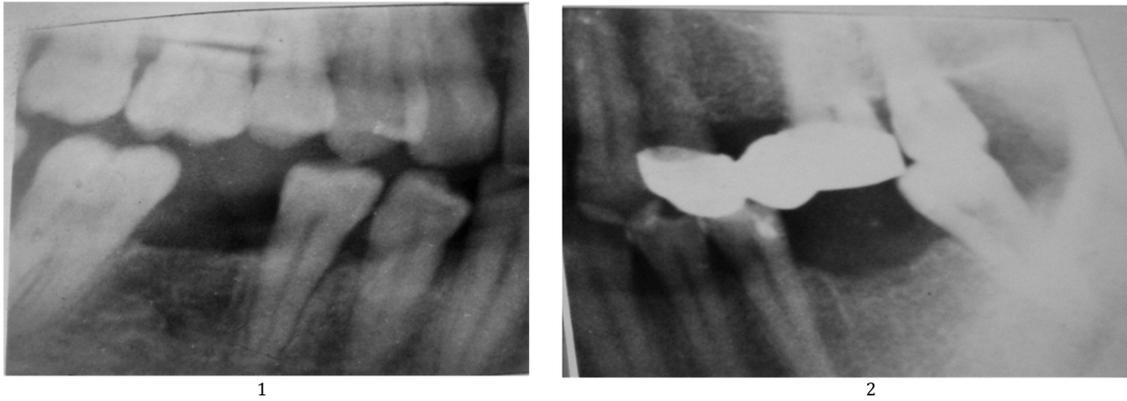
Отпечатки рентгенограмм в области 4.6 и 3.6 зубов: 1) - больная Д. 39 лет, спустя 9 месяцев после удаления зуба. Лунка полностью замещена зрелой костью; 2) - больная М., 32 года, через 13 месяцев после удаления 36 зуба
